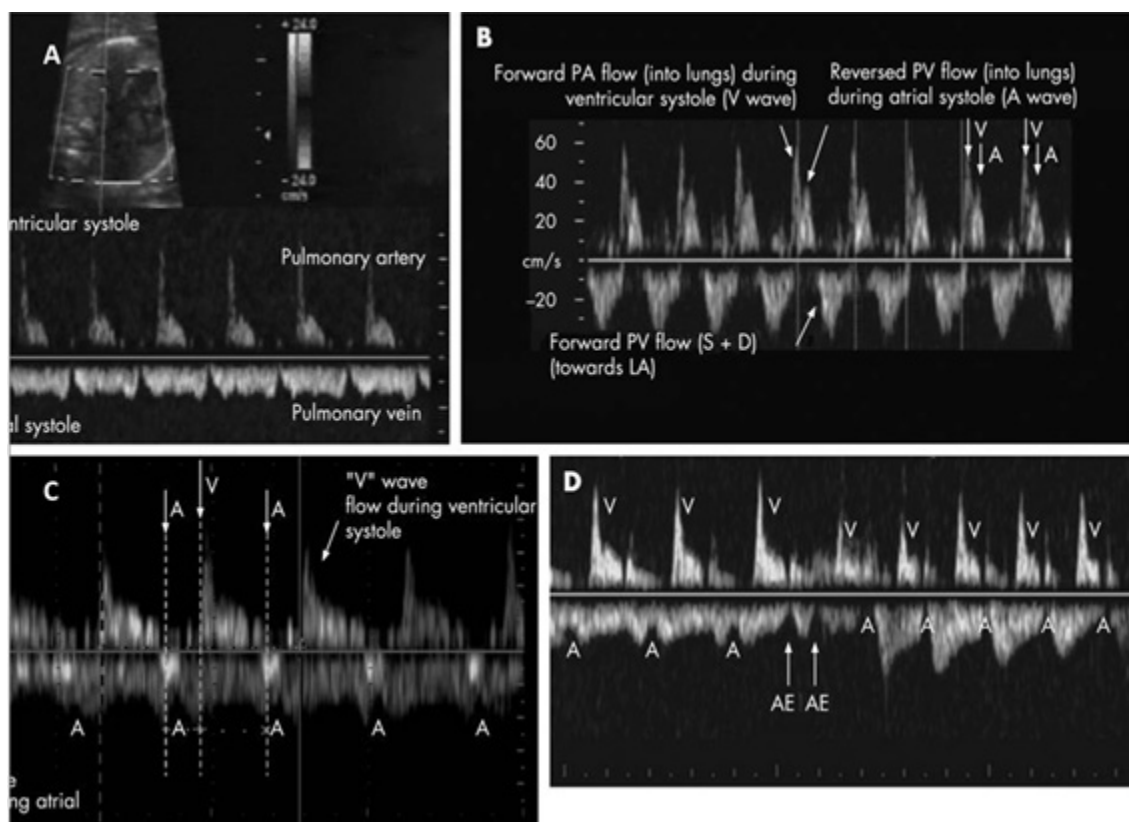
(A) Registro Doppler de onda pulsada de los vasos pulmonares durante el ritmo sinusal donde la sístole auricular corresponde a la reducción del flujo a la AI. (B-D) Taquicardia con conducción atrio-ventricular (AV) 1: 1. (B) Patrón característico observado con taquicardia ventrículo-auricular (VA) corta (~225 bpm, intervalo VA = 45 ms, intervalo AV = 225 ms, relación VA / AV = 0,2). El flujo de PV es detectado por debajo de la línea de base hacia la AI y por encima de la línea de base como flujo retrógrado a los pulmones (de ida y vuelta). (C) La taquicardia VA larga se asemejaba al ritmo sinusal (~ 190 bpm, intervalo VA = 209 ms, AV = 109 ms, relación VA / AV = 1,92). (D) Las extrasístoles auriculares (flechas) preceden a una taquicardia VA corta (frecuencia cardíaca ~ 210-220 bpm, intervalo VA = 130 ms, intervalo AV = 150 ms, relación VA / AV = 0,87). PA, arteria pulmonar; PV, vena pulmonar; LA, aurícula izquierda; AE, ectópico auricular. A sístole auricular, V sístole ventricular; D, diástole temprana, AV tiempo Atrio-Ventricular, VA tiempo Ventrículo-Atrial. Tomado de Carvalho y col. (5)
